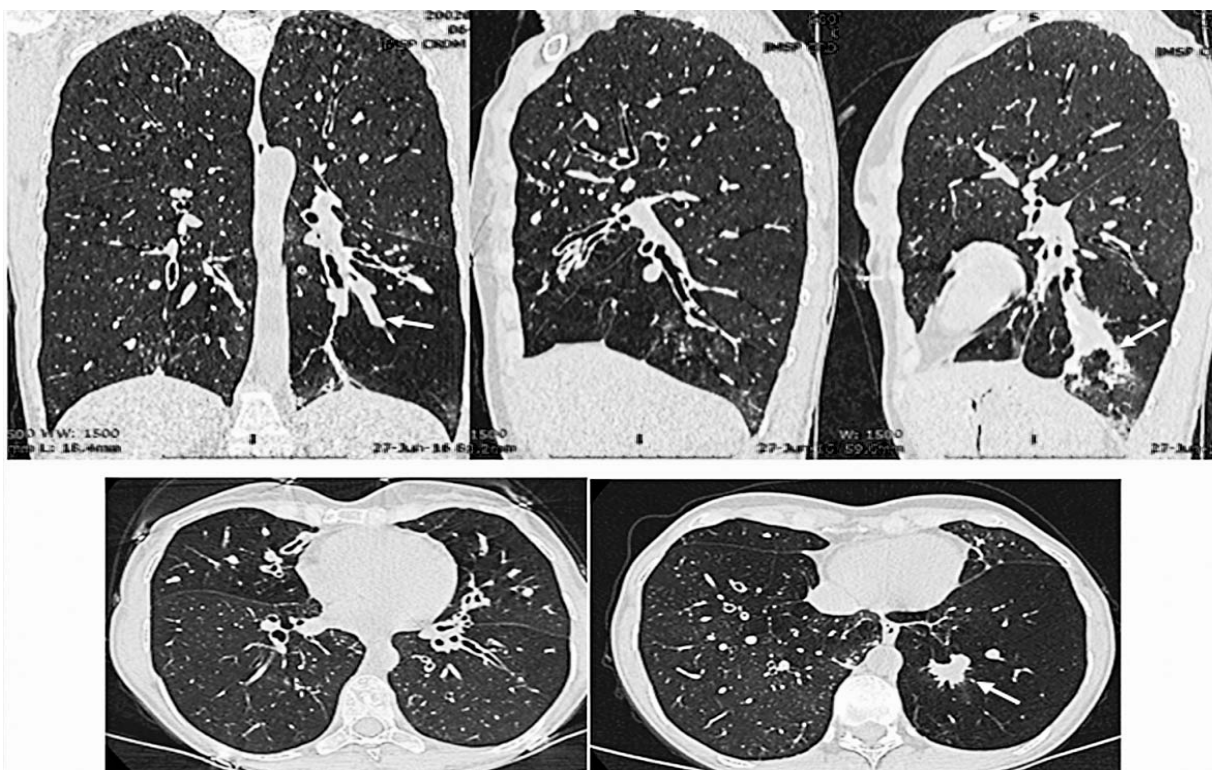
HRCT toracelui – se vizualizează bilateral numeroase bronșiectazii cilindrice și varicoase (semnul “inelului cu pecete”, “șine de tramvai”), unele din ele impactate cu secreții (semnul degetului de mână - săgeți). Semne de emfizem centrolobular bilateral, mai exprimat în lobul inferior pe stânga cu rarefierea importantă a desenului pulmonar
